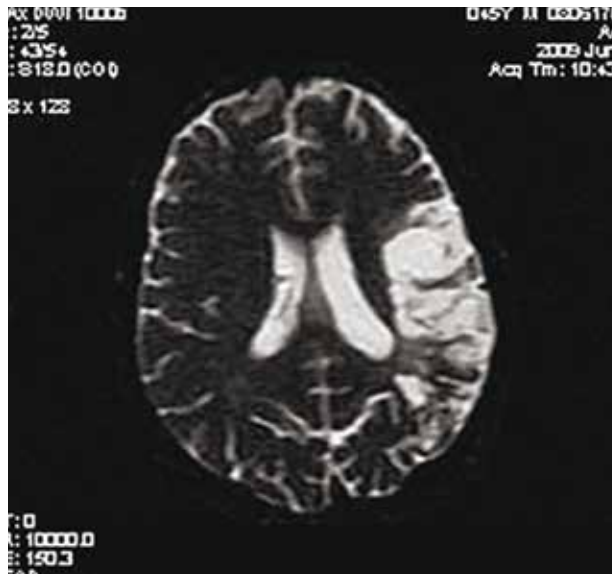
Очаг ишемии в бассейне правой СМА (DWI) у пациента с развитием ранних вторично-генерализованных эпилептических припадков
